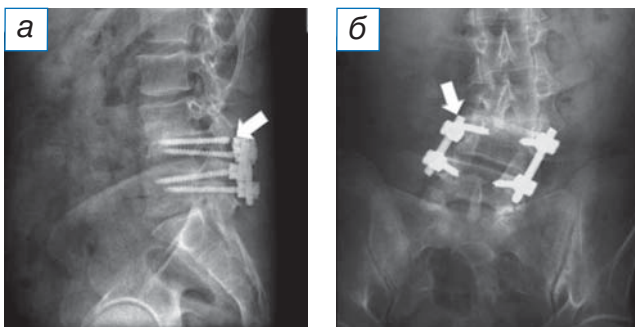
Рентгенография: а (боковая проекция) — отмечен перелом транспедикулярного винта на уровне LIV; б (прямая проекция) — указана область перелома транспедикулярного винта на уровне LIV справа.
